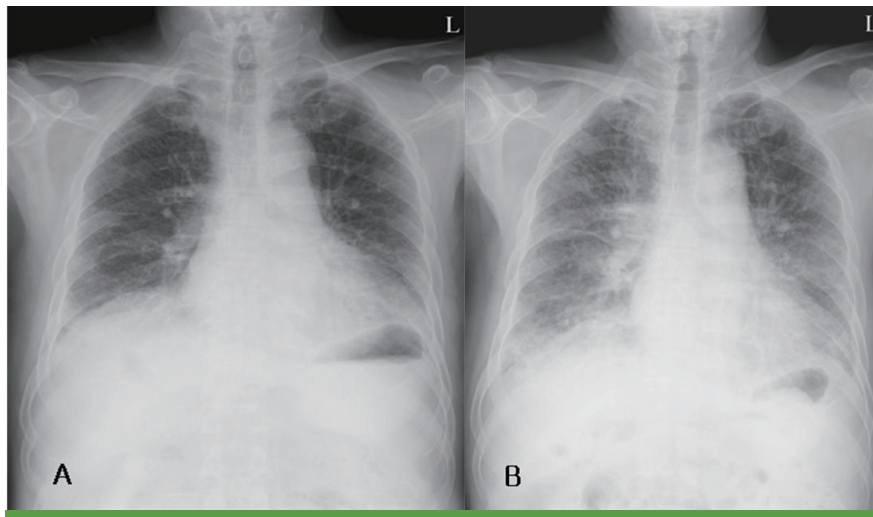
Chest radiograph of patient (A) At admission: Chest radiograph shows cardiomegaly and prominent vascular markings. Chest radiography suggestive pulmonary edema. (B) Four days after admission: Chest radiograph shows aggravated vascular congestion in the both lungs.
